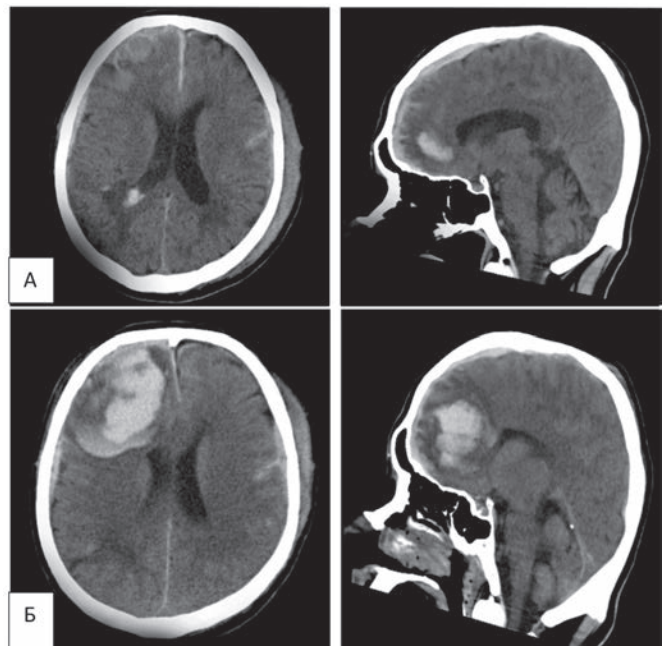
Томограммы 6-го У. Геморрагический вариант прогрессии ТППГМ: при поступлении (а), через 11 часов (б). Пояснения в тексте.
